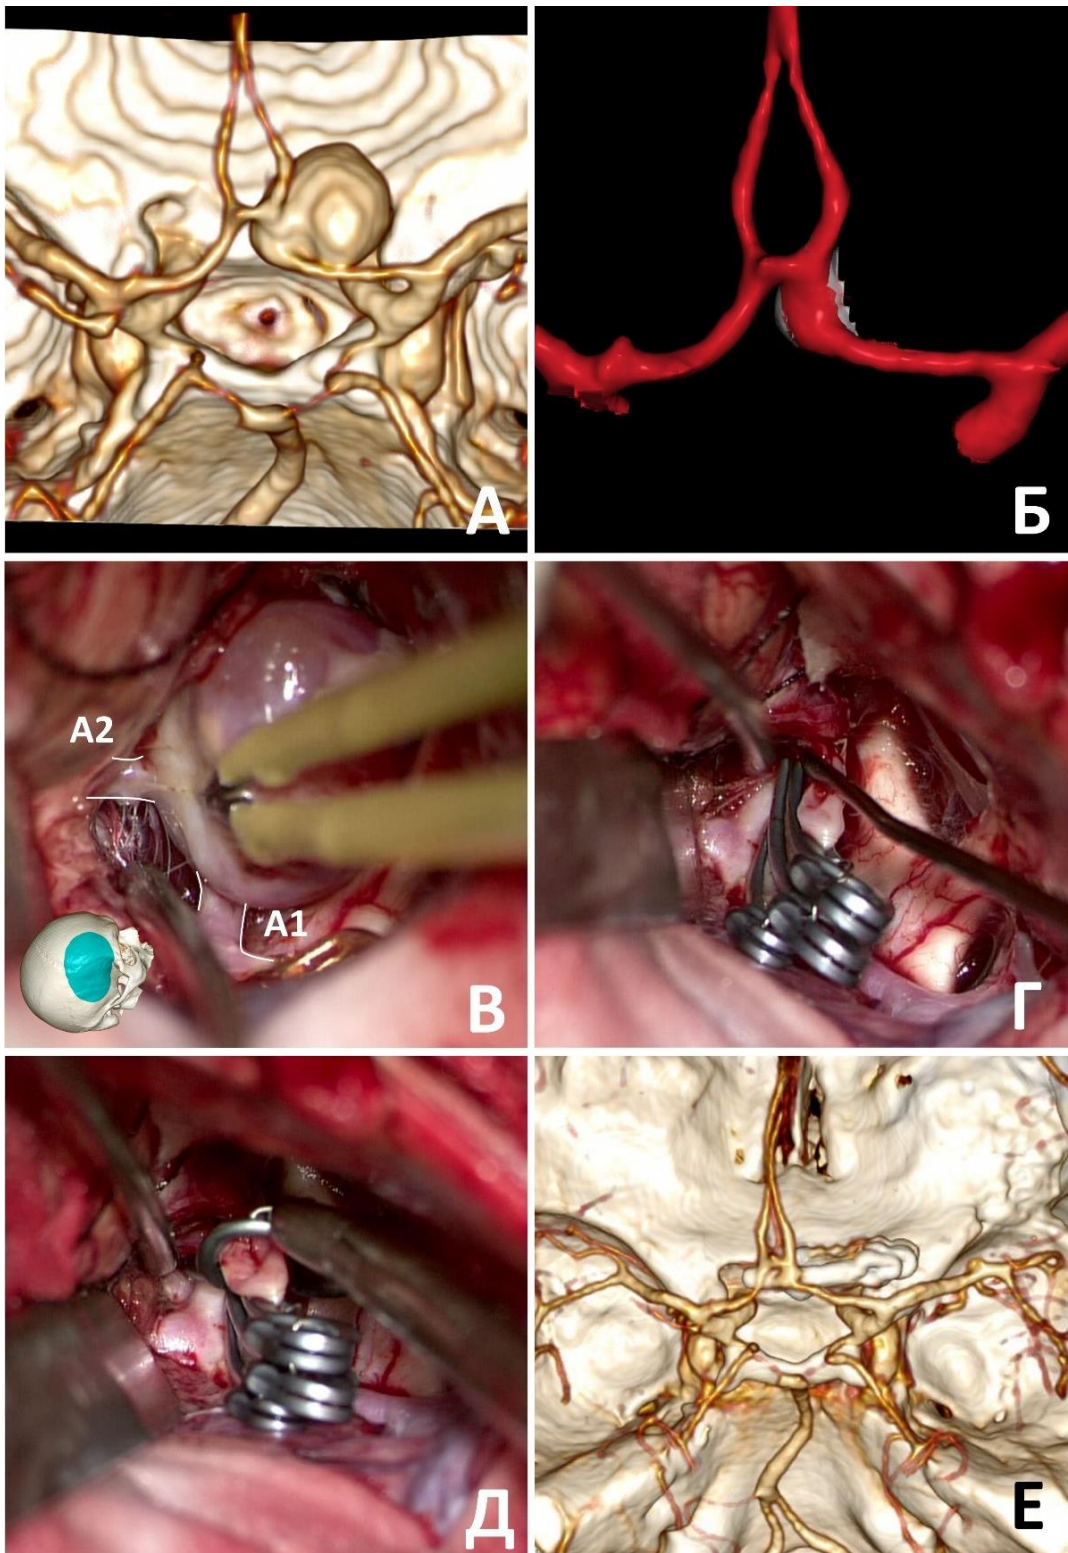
Тандемное клипирование крупной аневризмы переднего расположения области перехода А1-А2. А – вид аневризмы на КТ-ангиографии; Б – сегментация артерий, аневризма отсечена, шейка сегментирована серым цветом; В – интраоперационный вид аневризмы; Г, Д – этапы клипирования; Е – контрольная КТ-ангиография
